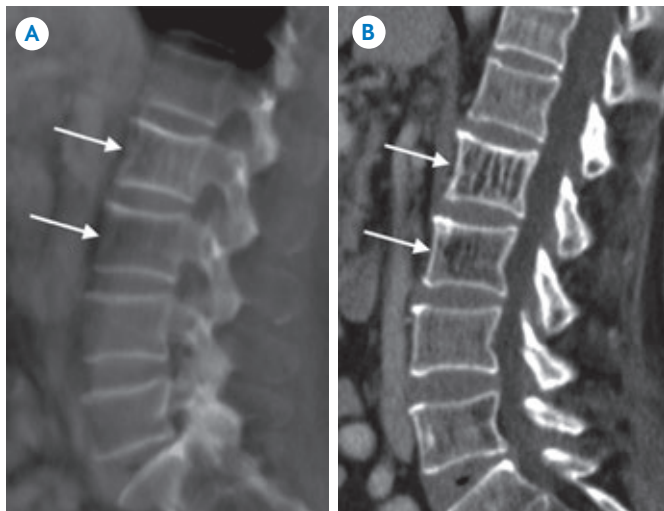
A) Radiografía lateral de columna lumbar que muestra dos hemangiomas, en L2 y L3, caracterizados por radiolucidez de los cuerpos vertebrales con aspecto trabeculado en “barras de celda”. B) Correlación con reconstrucción sagital de tomografía.
